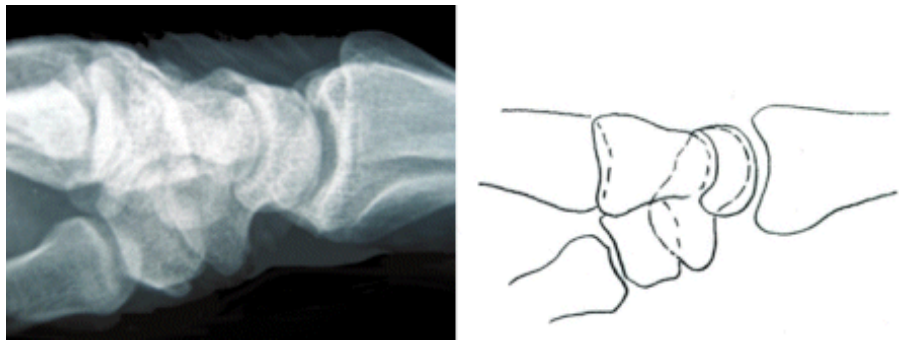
a) Radiografía lateral en posición estrictamente neutra. b) Representación esquemática de radiografía lateral.
